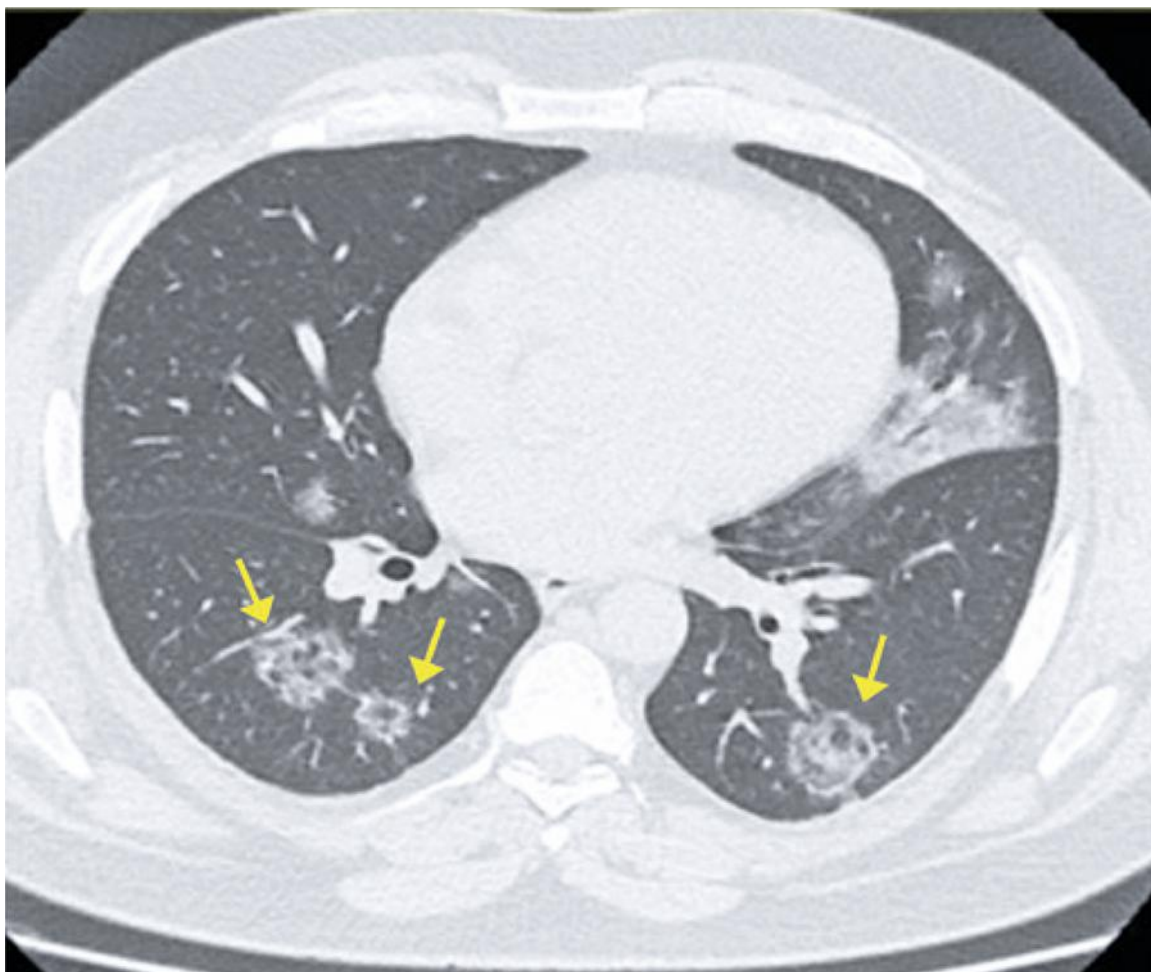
Tomografía computarizada que muestra signo de halo invertido en los lóbulos inferiores. Imagen tomada de *COVID-19 Findings Identified in Chest Computed Tomography: a Pictorial Essay* [1]
